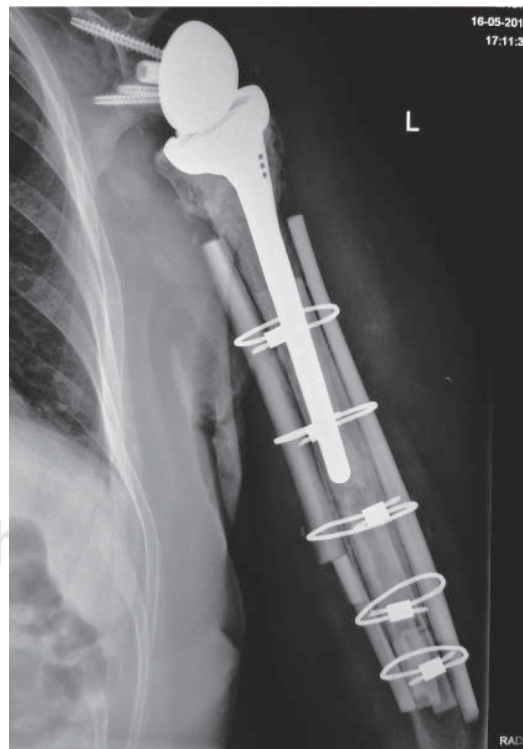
Foto clínica de una radiografía AP de húmero izquierdo en la que se aprecia el tratamiento del caso de la figura 4, con una prótesis reversa, presentando mala calidad ósea y fractura periprotésica en el PO mediato.
